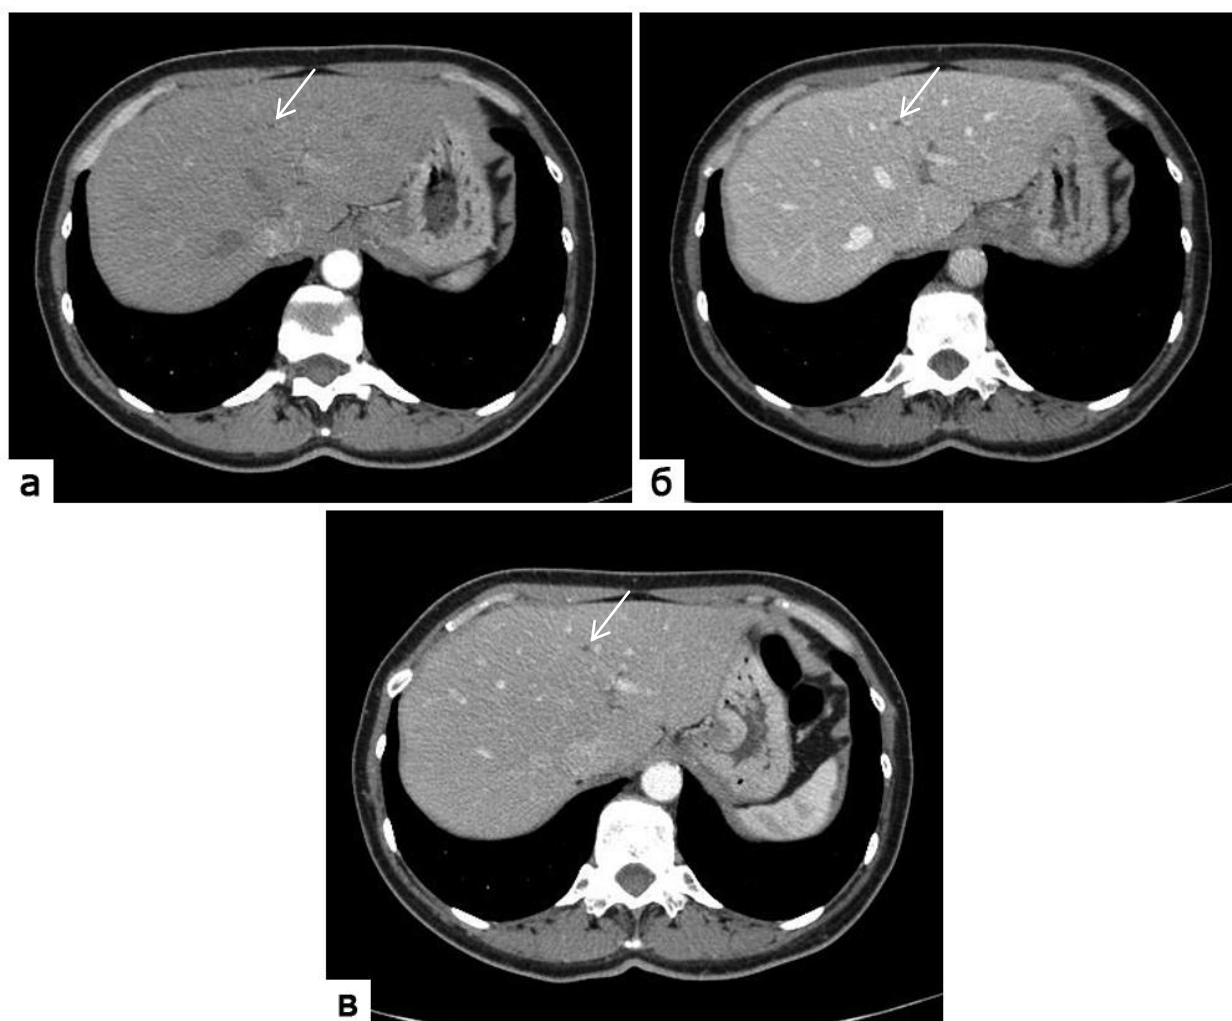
КТ-изображения брюшной полости на уровне печени: а, б – артериальная и портальная фаза при стандартной двухфазной МСКТ; в – венозно-артериальная фаза при одномоментной двухфазной МСКТ. Мелкая киста диаметром 4 мм (стрелки)
